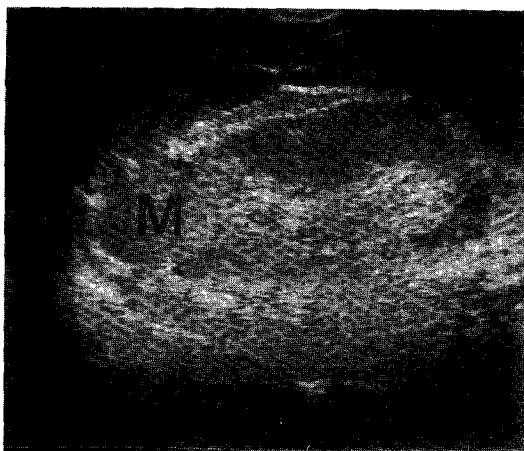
Ultrasonogram shows $6 \times 5\text{cm}$ sized round and solid mass (M) in left adrenal gland area with mixed echogenicity.
